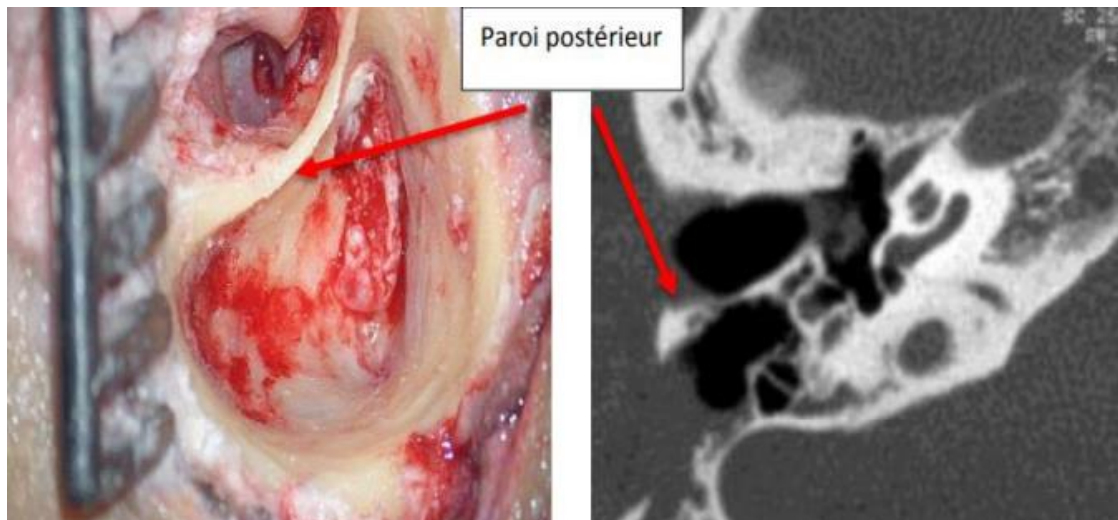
Cholestéatome de l'antre et de l'attique opéré en technique fermée + Coupe TDM, axiale d'une technique fermée [68].
